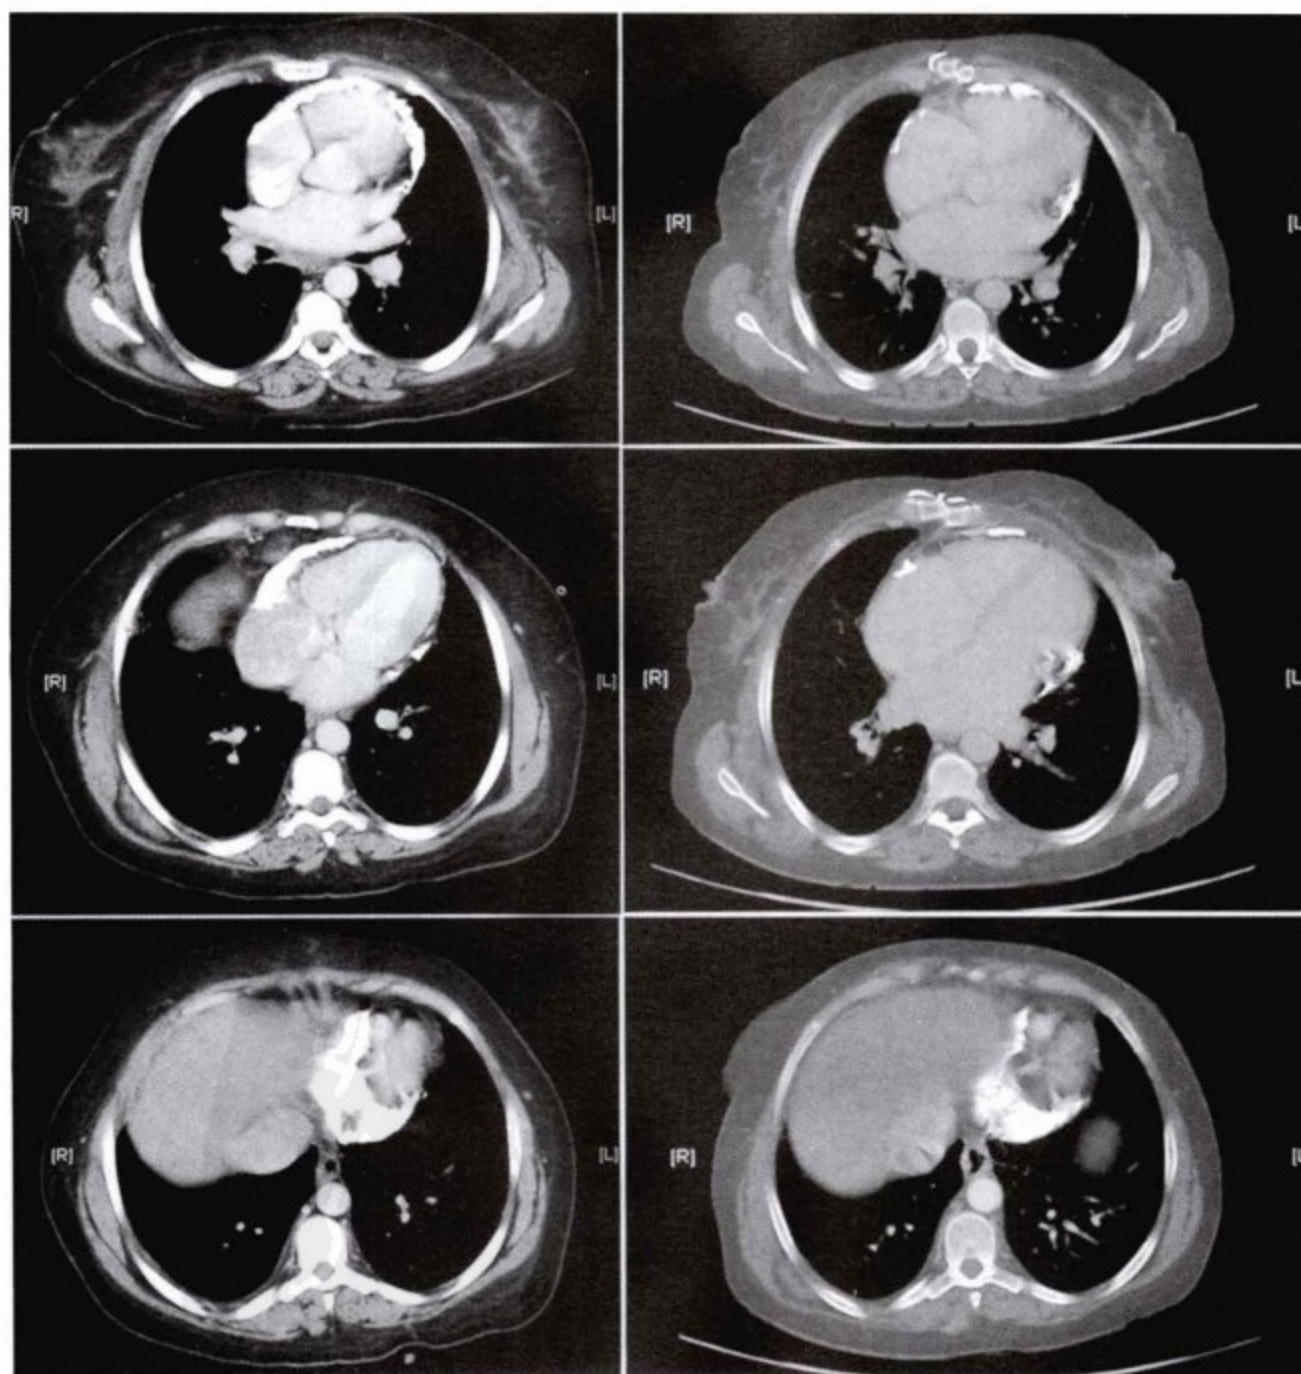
图9-63所示同一患者 CT 扫描。左图,心包切除术前。右图,心包不全切除术后。心包前壁钙化部分切除,但心包侧壁和下壁钙化没有切除。
